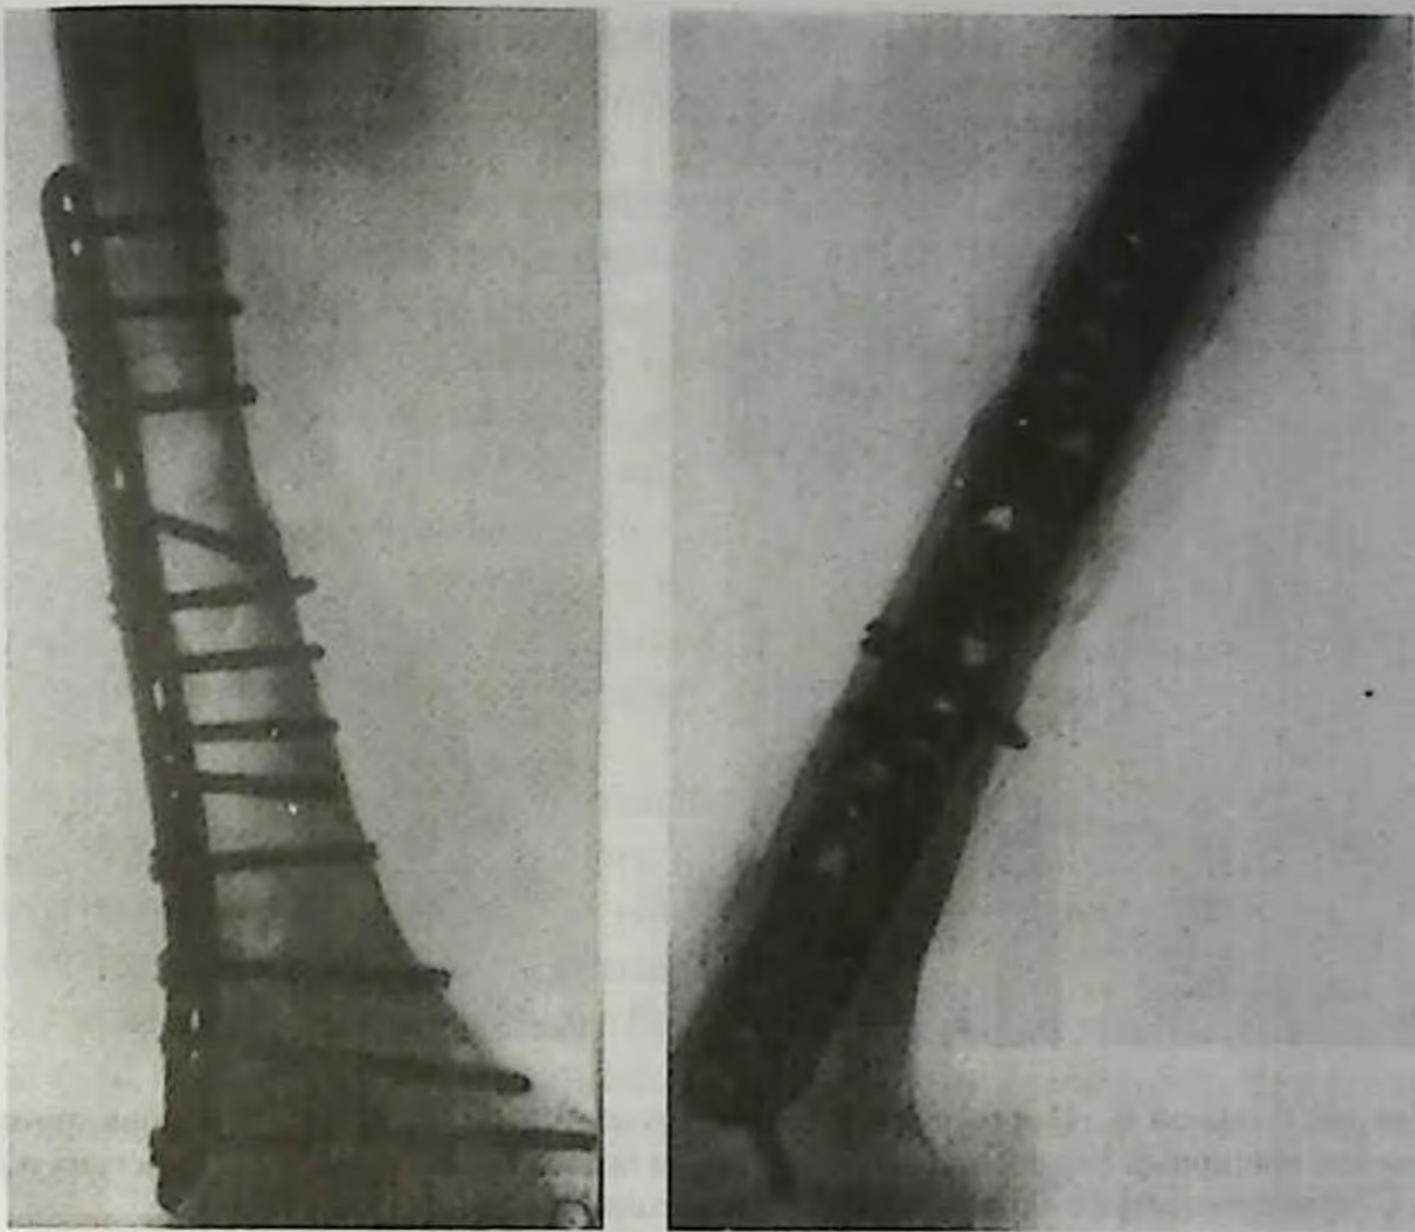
Послеоперационный остеомиелит после закрытого перелома бедренной кости, фиксированного пластиной АО с 12 винтами. Больной К. Рентгено снимок после операции остеосинтеза.
